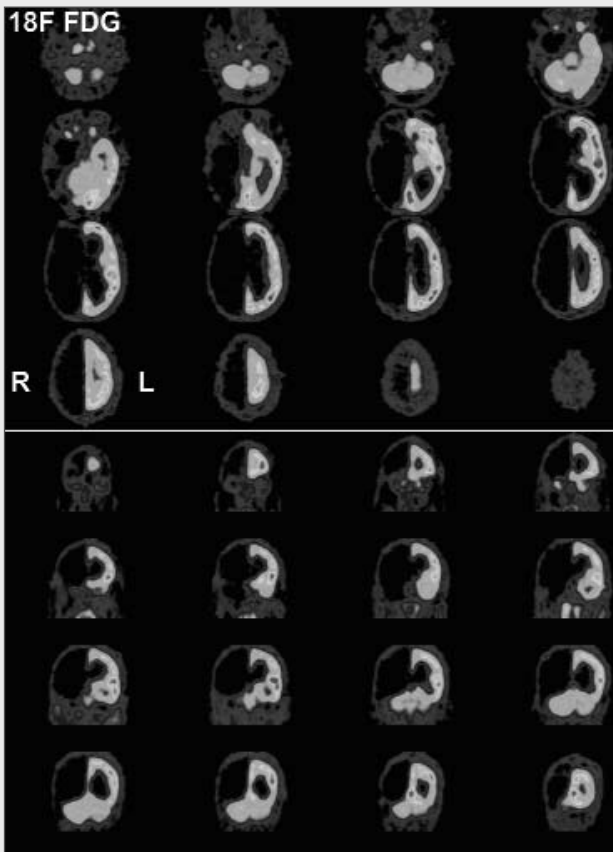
Interictal 18F-FDG-PET in a 30 year old female with Rasmussen's encephalitis and right hemispherectomy at age 23 years, following a limited right central resection at age 6 years.
